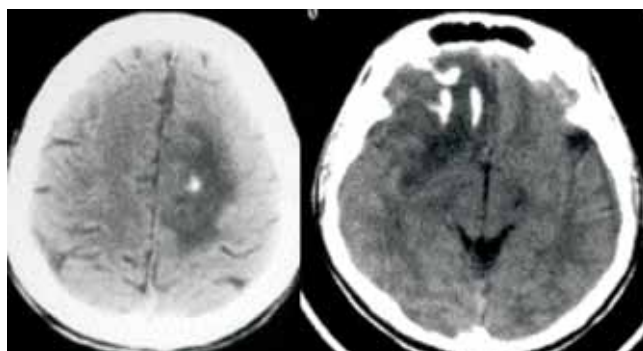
TC simple de cráneo en dos pacientes diferentes con oligodendroglioma comprobado, en donde su principal característica es la calcificación.
